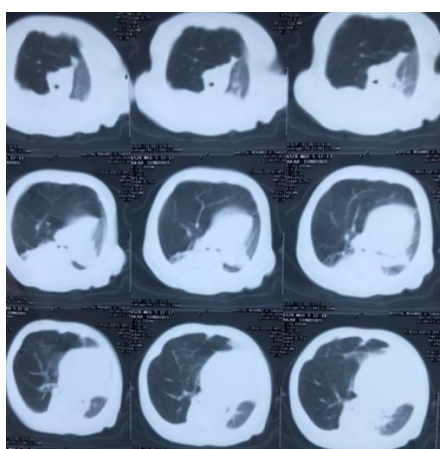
Coupe transversale de TDM thoracique en faveur d'un emphysème lobaire géant
